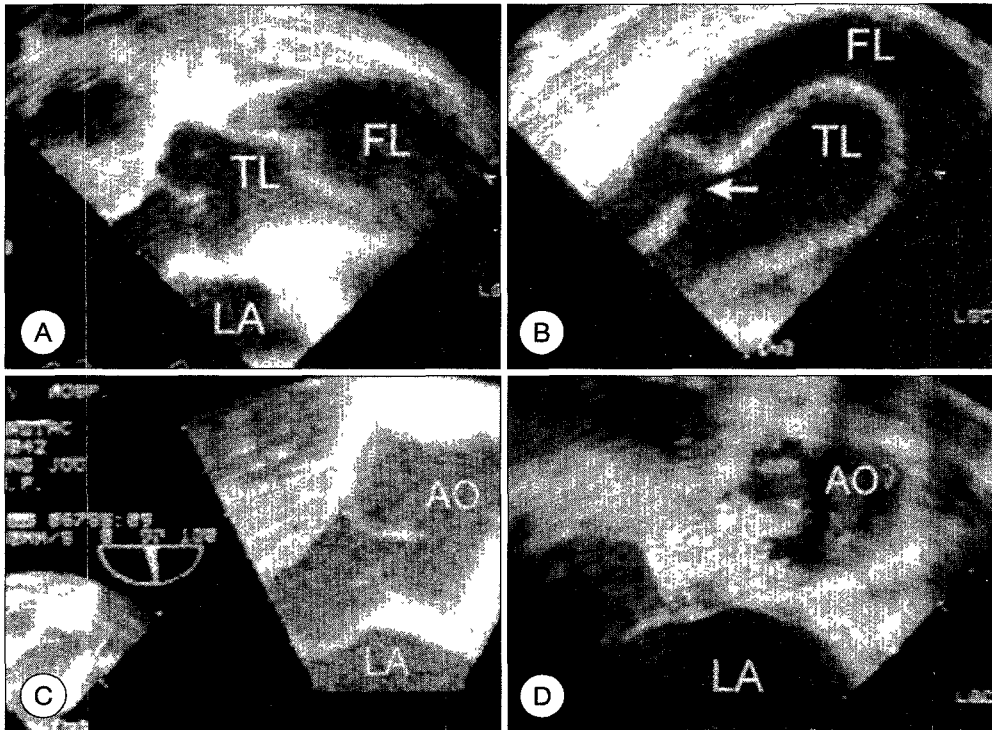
(Case 1) The bang-down view of transesophageal echocardiography shows freely mobile intimal flap and intimal tear dividing the ascending aorta into true lumen(TL) and false lumen(FL)(A) with the intact aortic valve cusps. The intimal flap(IF) is prolapsing into left ventricular outflow tract(LVOT) during diastole(B) accompanied by severe aortic regurgitation(C). The descending thoracic aorta(DSC.AO) is also involved by dissection showing small central triangular true lumen which is surrounded by bigger false lumen(FL)(D). \*LA(left atrium).
